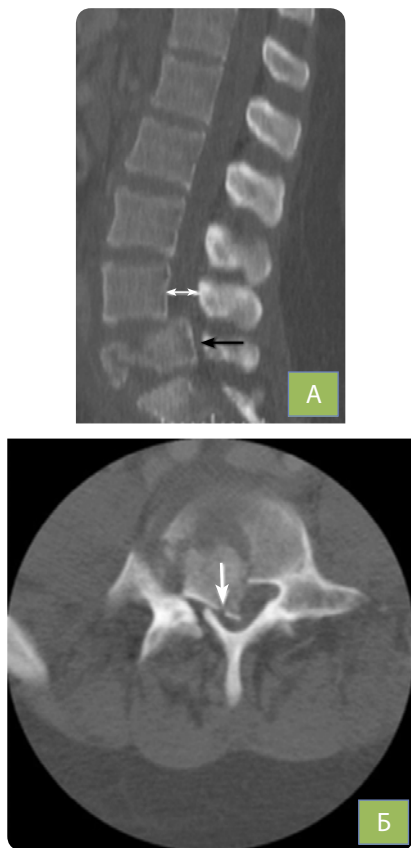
Комп'ютерна томографія поперекового відділу хребта на сагітальному (А) та аксіальному (Б) зрізах. Відзначається компресійно-уламковий перелом тіла L<sub>1</sub> хребця, посттравматична кіфотична деформація, стеноз (звуження) хребтового каналу
